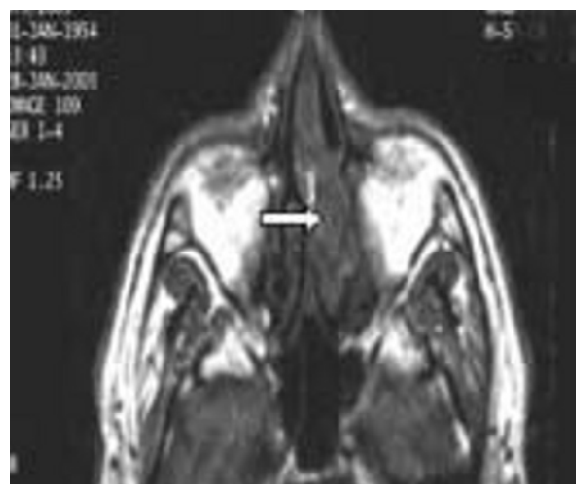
A : Coupe IRM axiale pondérée spin écho T1
